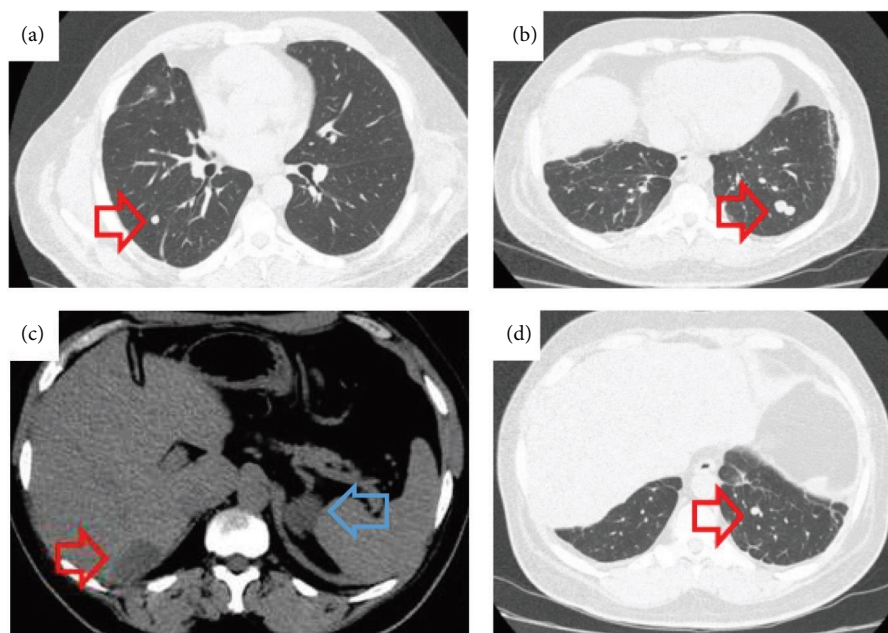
(a) Pulmonary metastasis on CT, June 2020. (b) New foci of pulmonary metastasis on CT, April 2021. (c) Liver metastasis on CT, December 2021, approximate size of 3.9×2.2 cm (red arrow). Left adrenal nodule (blue arrow). (d) New foci of pulmonary metastasis on CT, December 2021.
